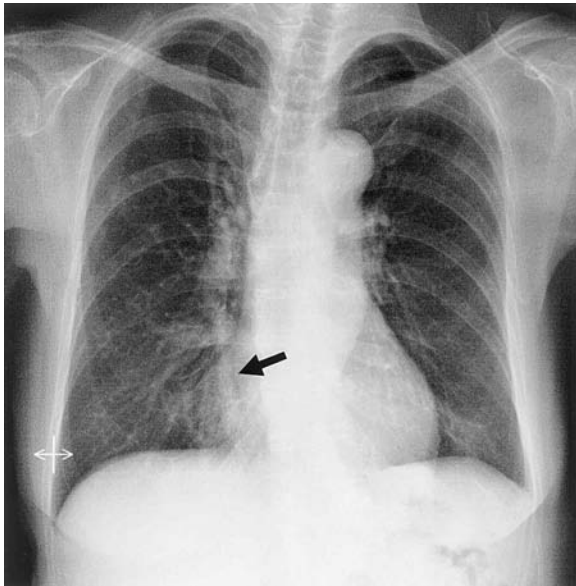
Chest radiograph showing a shadow of dilated vessels in the right lower lung field.
